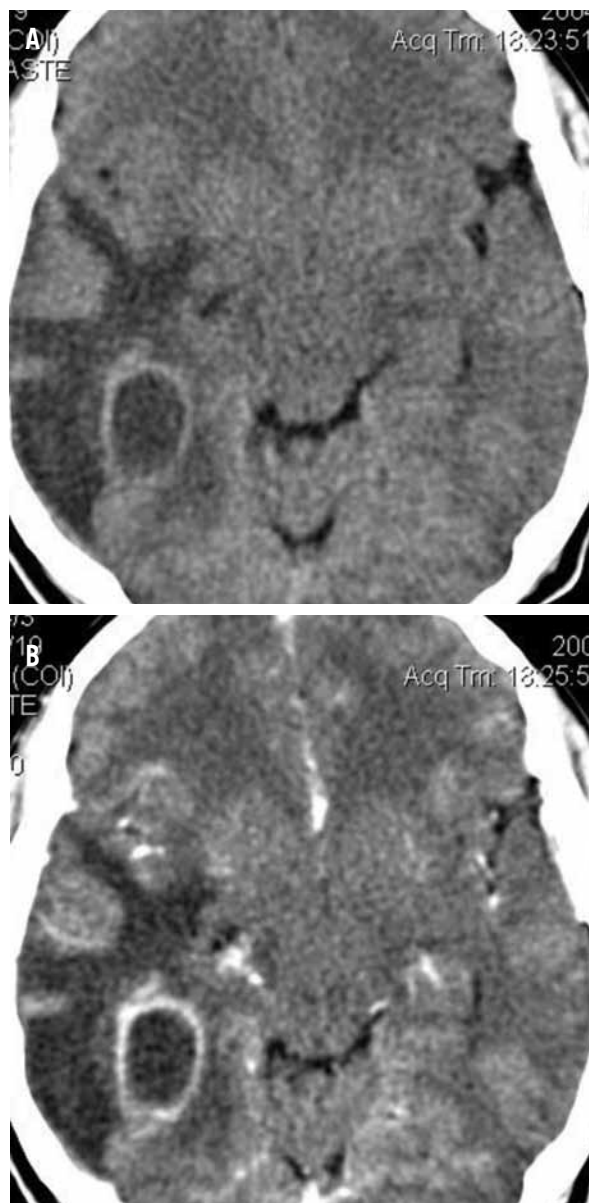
Tomografía cerebral. A). Sin contraste (TCSC): imagen anular de pared delgada y bordes definidos, con edema perilesional. B). Con contraste (TCCC): imagen realizada con el contraste.
